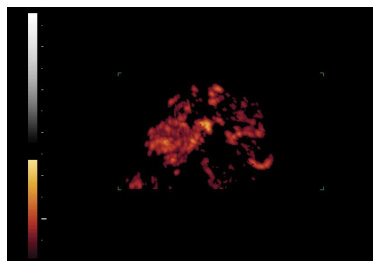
Imagen que muestra la sustracción vascular de un carcinoma de cérvix. Nótese la asimetría vascular, observándose a la izquierda de la imagen un aumento de vasos de distribución compleja y abigarrada, con trayectos tortuosos, lagunas vasculares y shunts arterio-venosos. Esta visión de la arquitectura vascular se obtiene a partir de un volumen adquirido con power Doppler.
